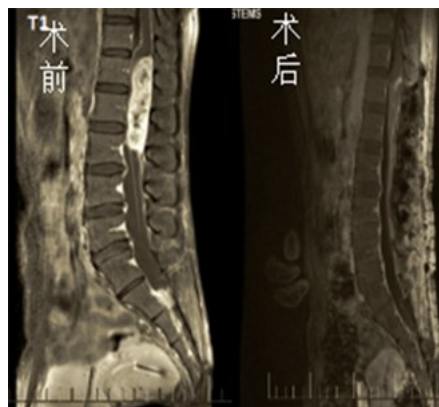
脊髓终丝粘液乳头状室管膜瘤手术前后脊髓 MRI
